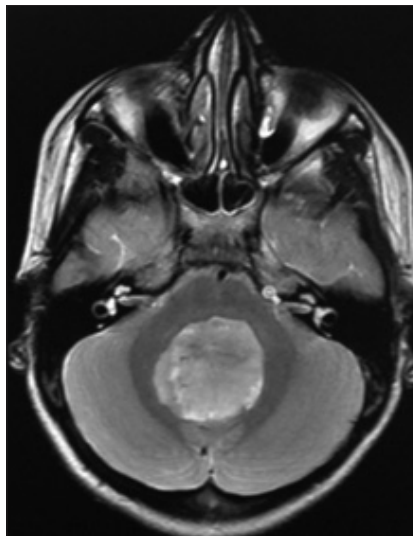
IRM de Cráneo en la que se observa una imagen hiperintensa que es el tumor (meduloblastoma), alojado en el Vermis.
